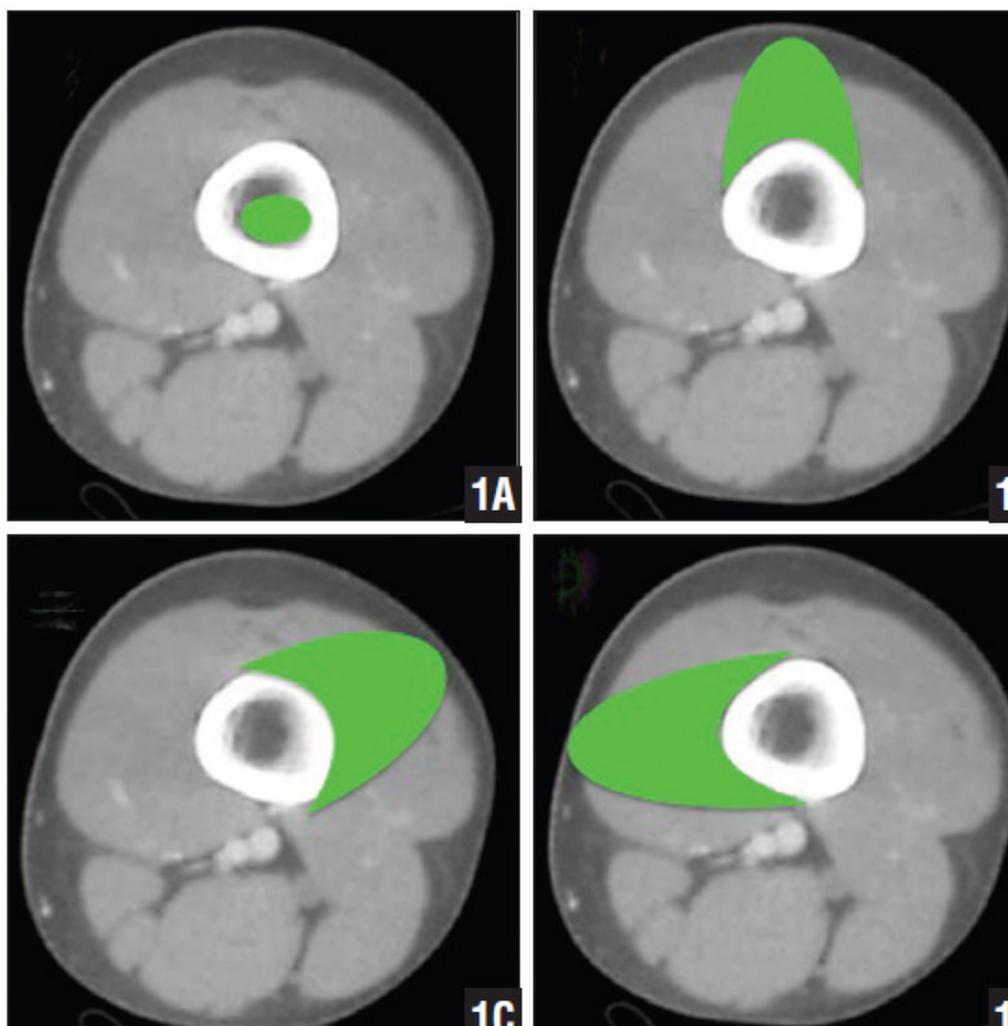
Imagens de ressonância magnética dos 4 tipos de osteomielite, segundo a classificação de Cierny and Mader: (A) medular, (B) superficial, (C) localizado, e (D) difuso. (Adaptador de Sanders, J. MD; Mauffrey, C. MD, 2014)
